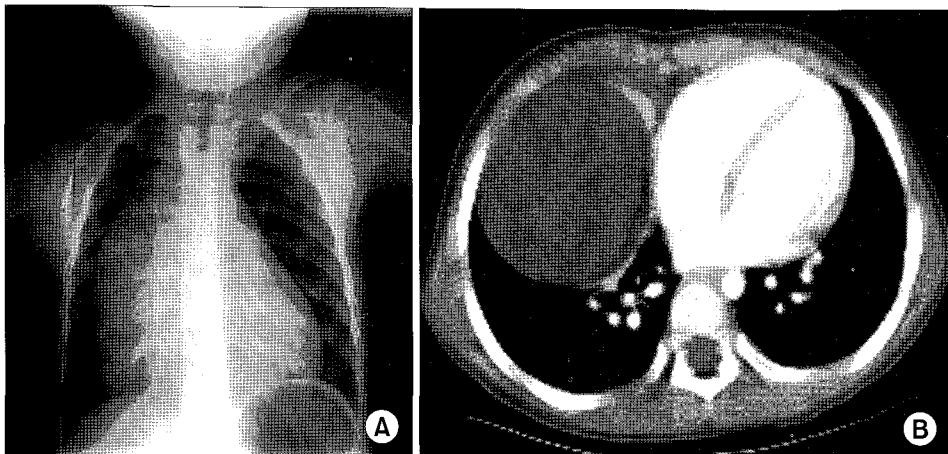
(A) Chest PA showed mediastinal enlargement. (B) Representative images of chest CT; Note a 8.7 cm sized fat containing mass without internal calcification or fluid component, located in the anterior mediastinum.
